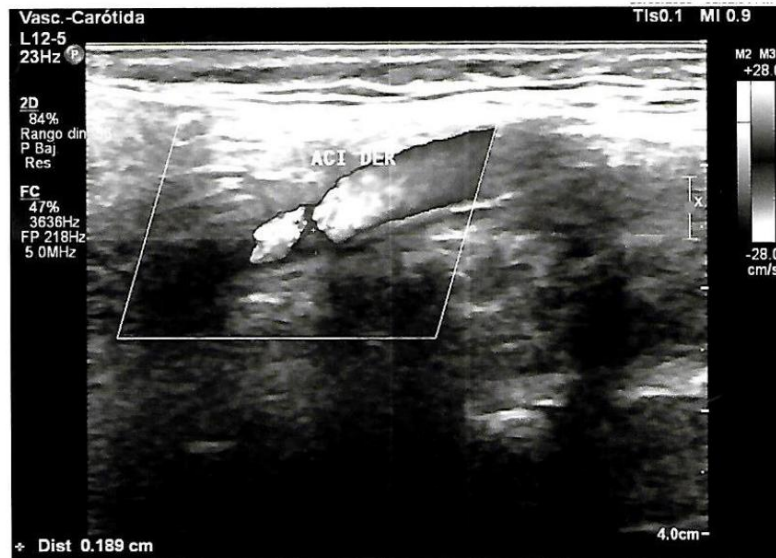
RRO. HC:1227319. Ecografía Doppler vascular trombo en la arteria carótida derecha.
